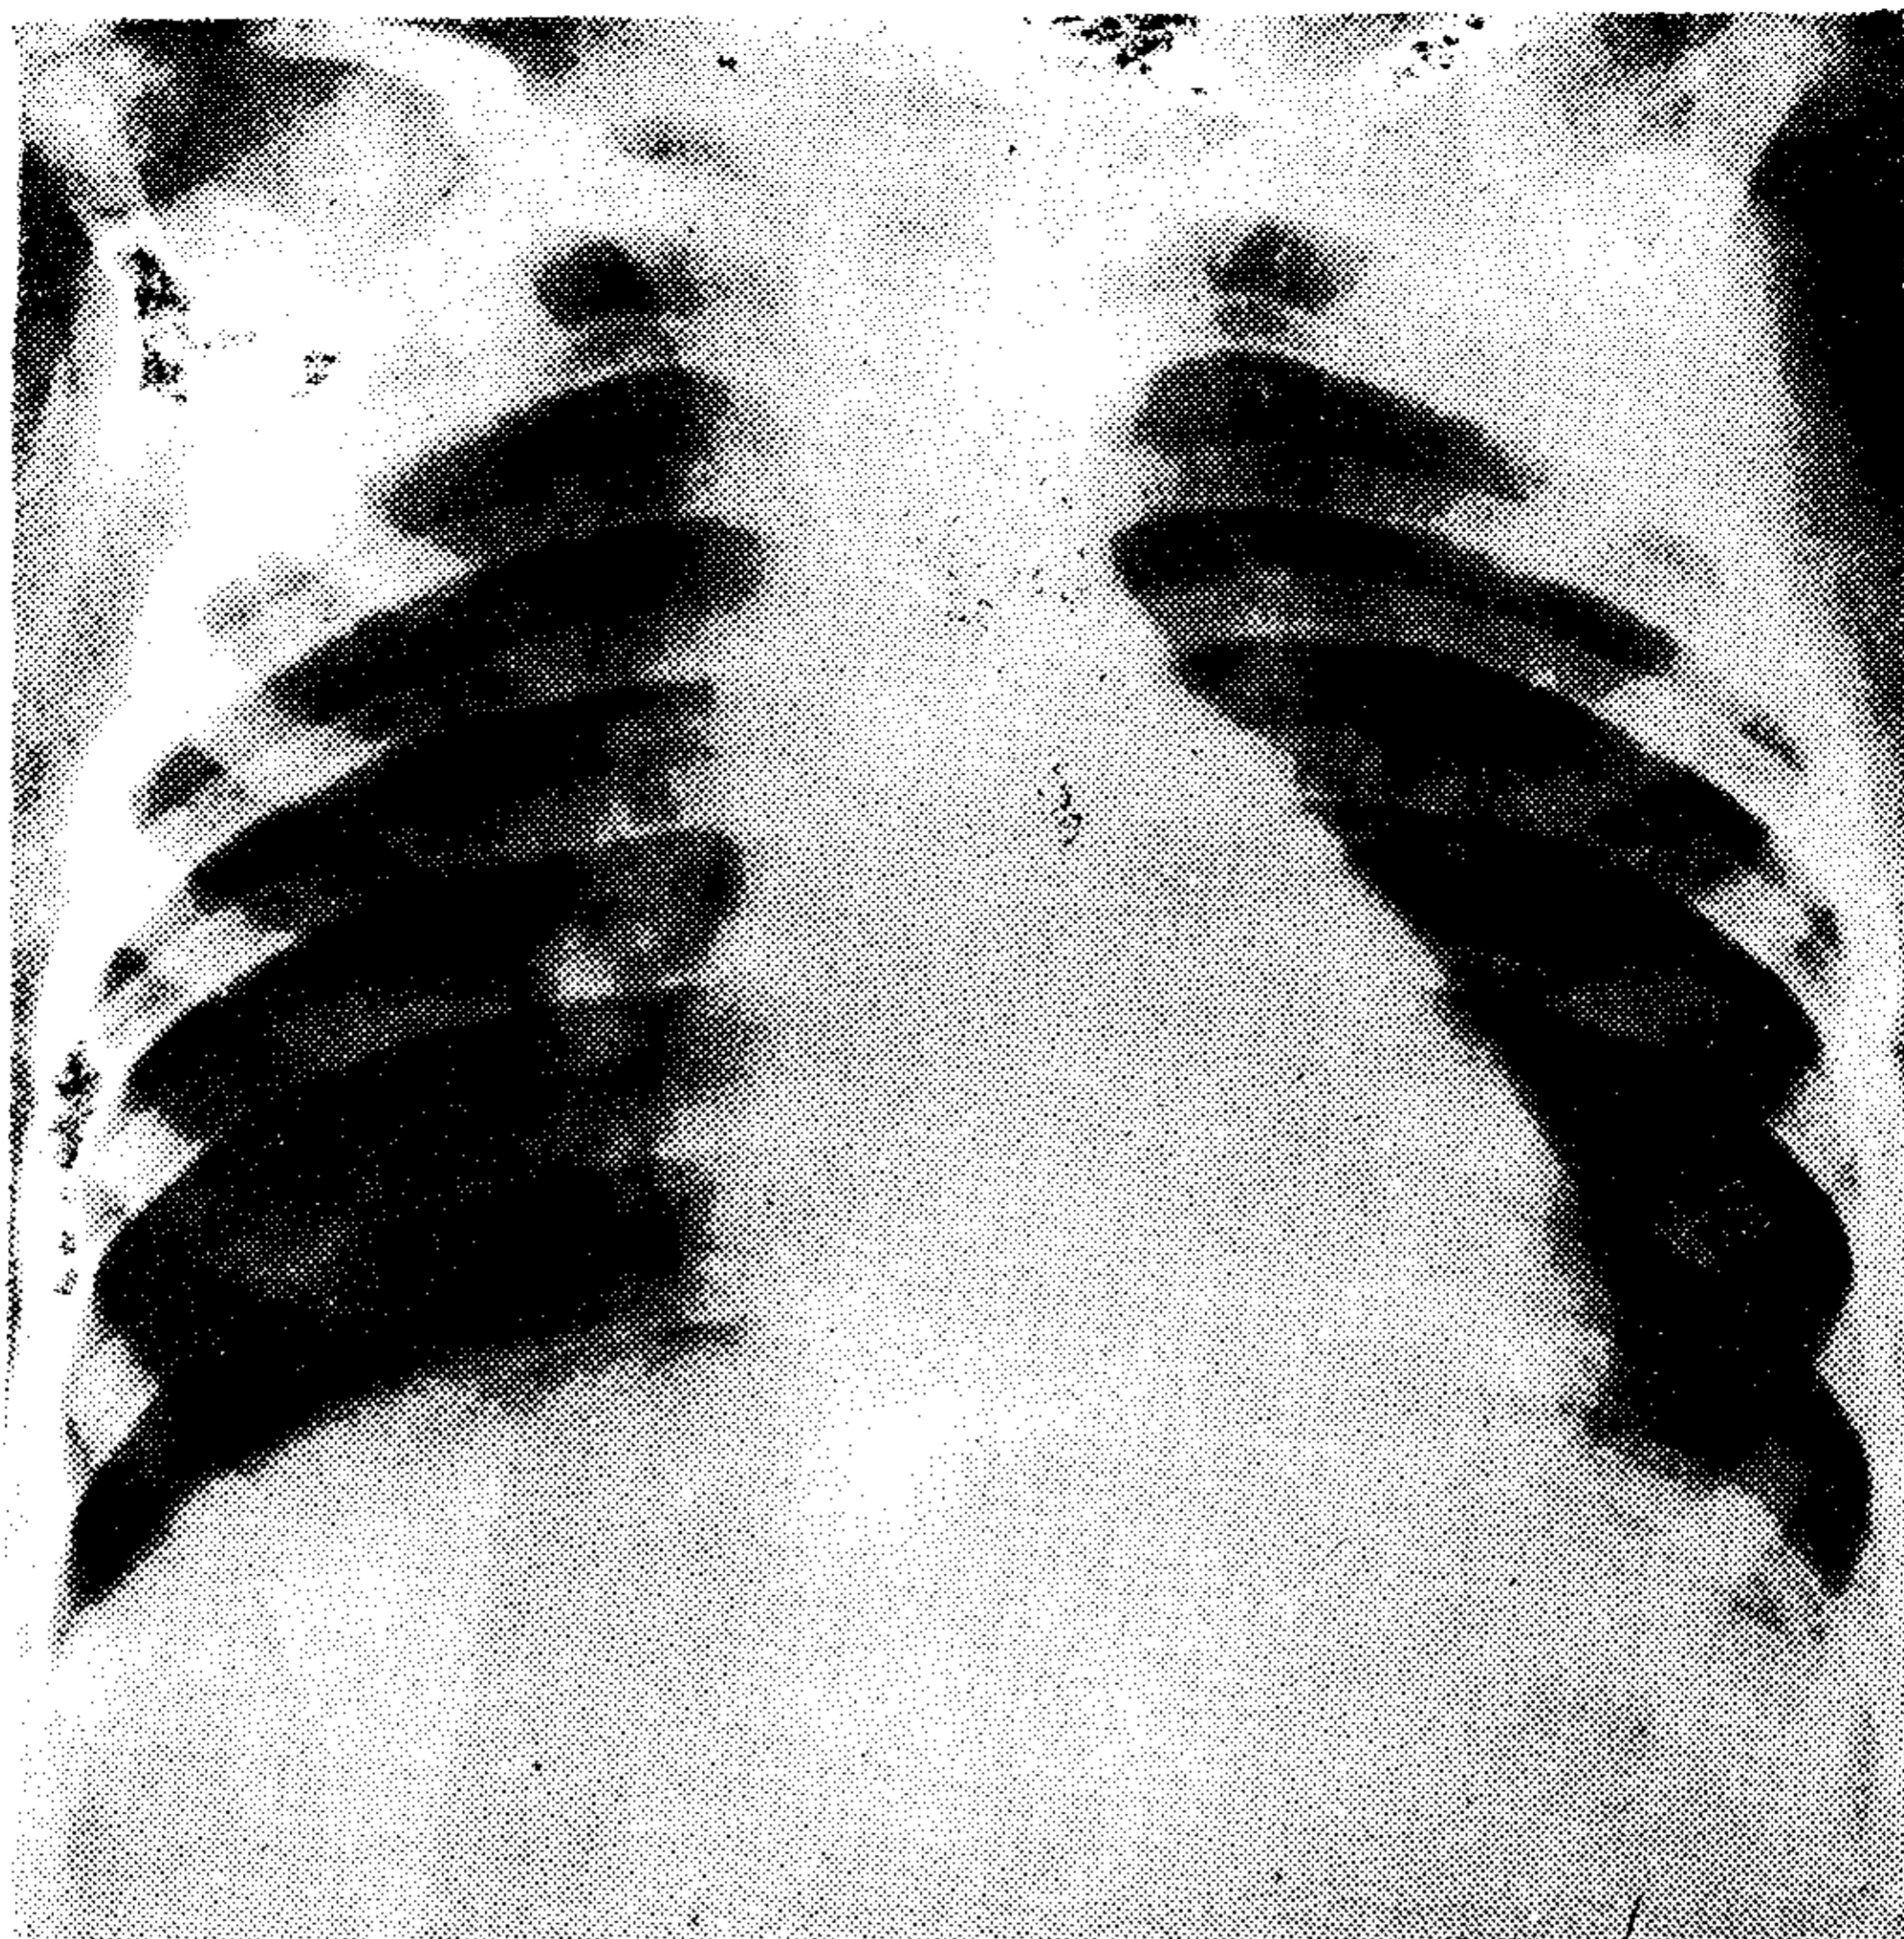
Telerradiografía de tórax en posición frente.
